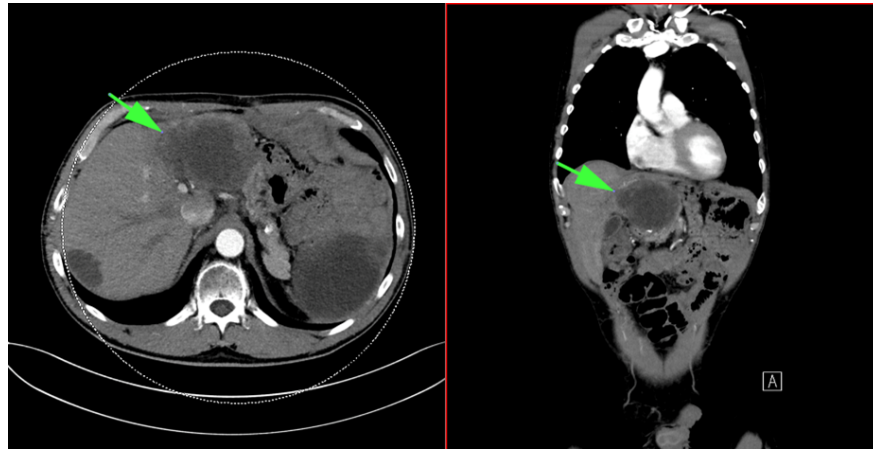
Computertomographie Thorax-Aufnahme des GIST-Patienten. Der ausgewertete Tumor ist in der transversalen (links) und koronalen (rechts) Schicht mit einem grünen Pfeil gekennzeichnet. Er ist als Signalreduktion erkennbar. Die Region wurde manuell auf die MRT-Aufnahmen übertragen.
